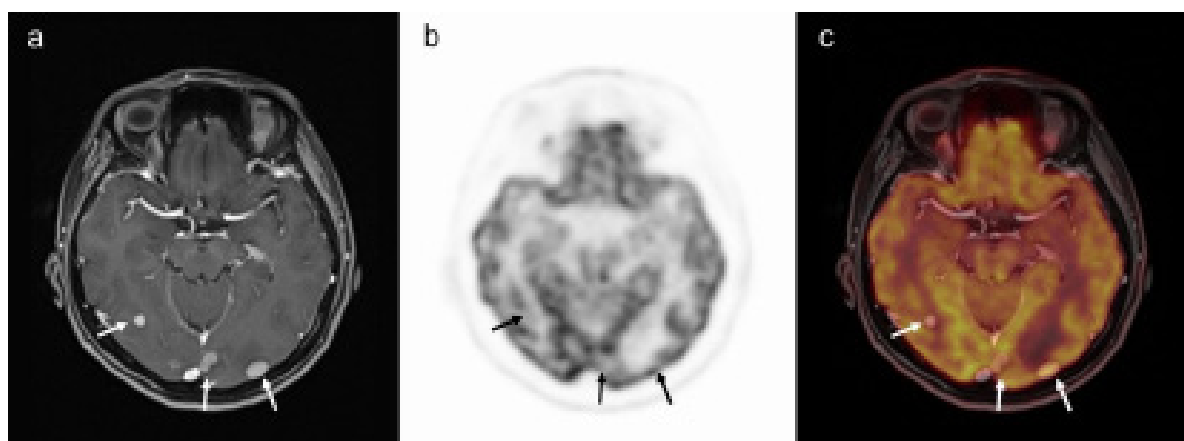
Images of a 63-year-old woman with lung cancer who was sent for restaging after lobectomy and chemotherapy in 2019. (A) Axial T1-weighted image with gadolinium enhancement shows multiple enhancing nodules scattered over the bilateral cerebral hemispheres. (B) and (C) Attenuation-corrected axial ^{18}F -FDG PET and fused axial ^{18}F -FDG PET images of the same plane show no abnormal hypermetabolic uptake beyond that of the normal brain parenchyma.
